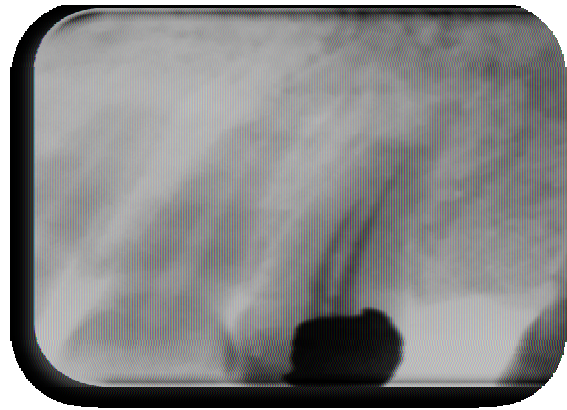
radiographie pré-opératoire de la 14
